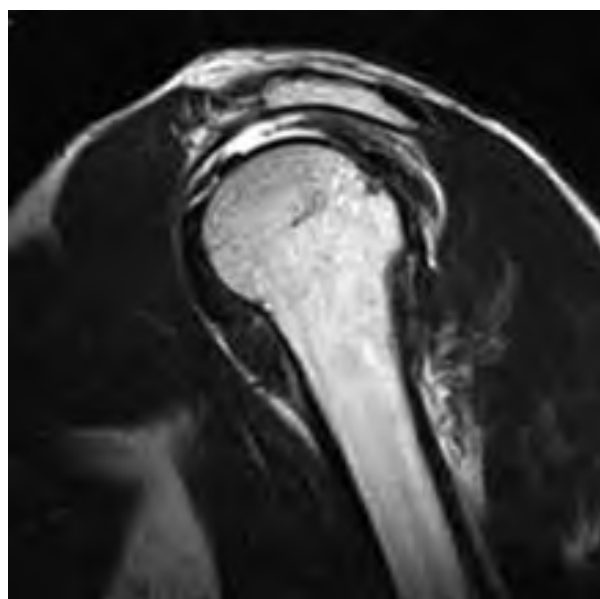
МРТ плечевого сустава пациента П.
